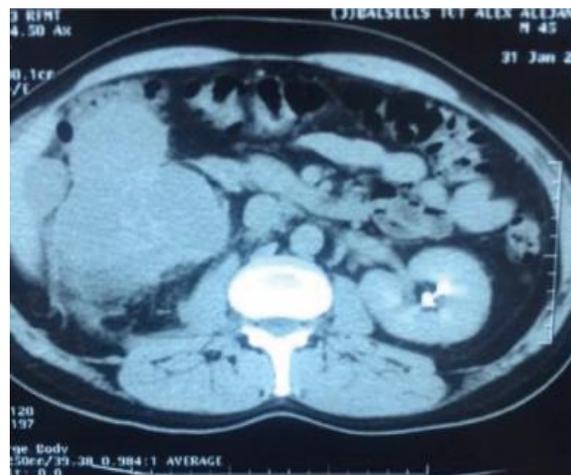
Corte axial de tomografía abdomen superior, evidencia masa renal derecha.
